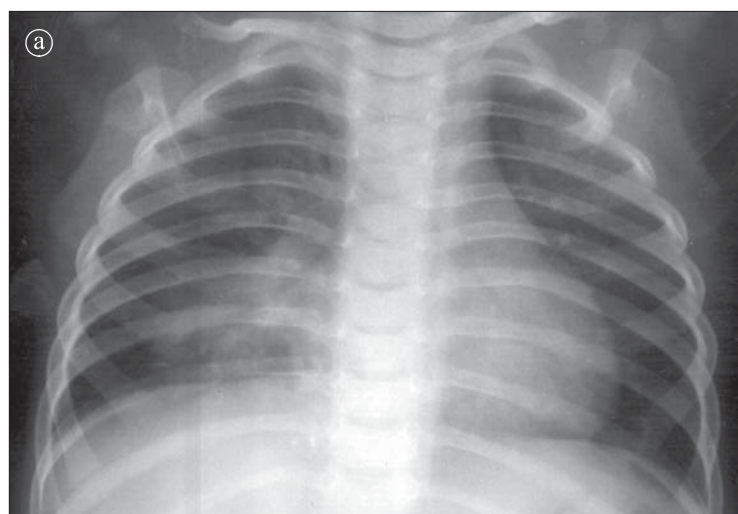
Colecție lichidiană închistată în scizura longitudinală dreaptă. Radiografie toracică PA și LL stâng.
